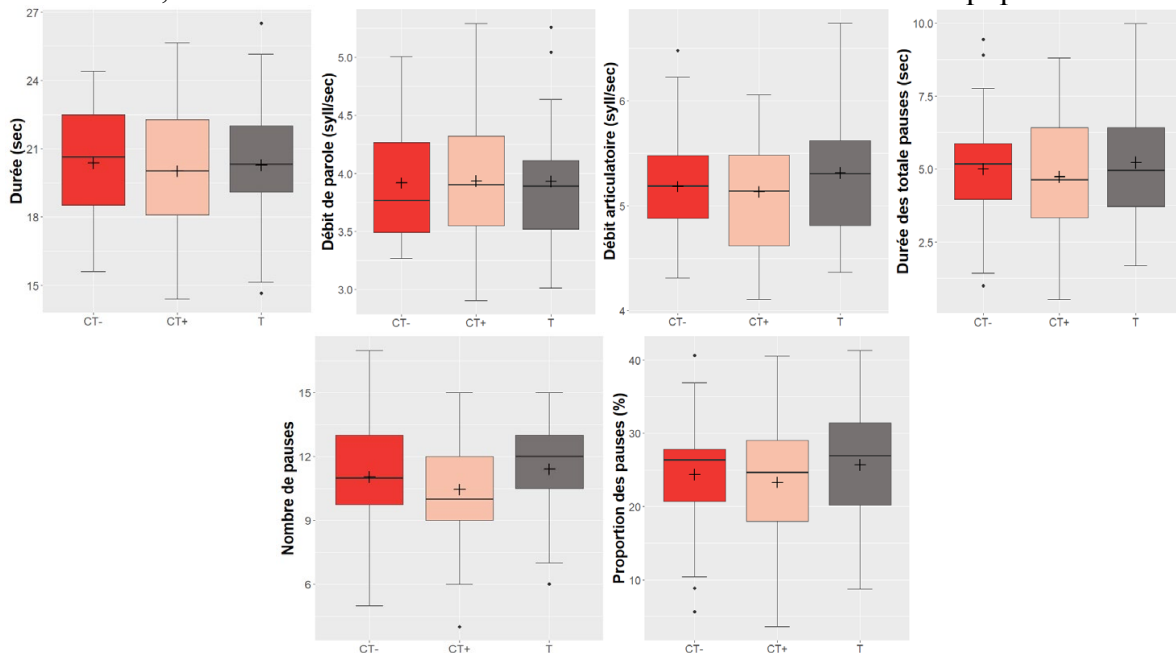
Moyenne (+), médiane (trait horizontal) et variabilité de la durée de parole (Durée, en haut à gauche), du débit de parole (en haut au milieu), du débit articulatoire (en haut à droite), de la durée des pauses (en bas à gauche), du nombre de pauses (en bas au milieu) et de la proportion des pauses (en bas à gauche) des patientes post-thyroïdectomie avec suspicion d'atteinte du NLS (CT-, rouge), sans suspicion (CT+, saumon) et des femmes témoins (T, gris).
